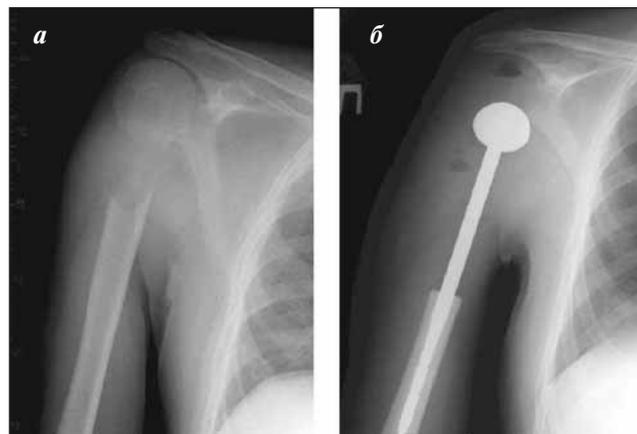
Рентгенограммы пациента Ч. до (а) и после (б) оперативного вмешательства
